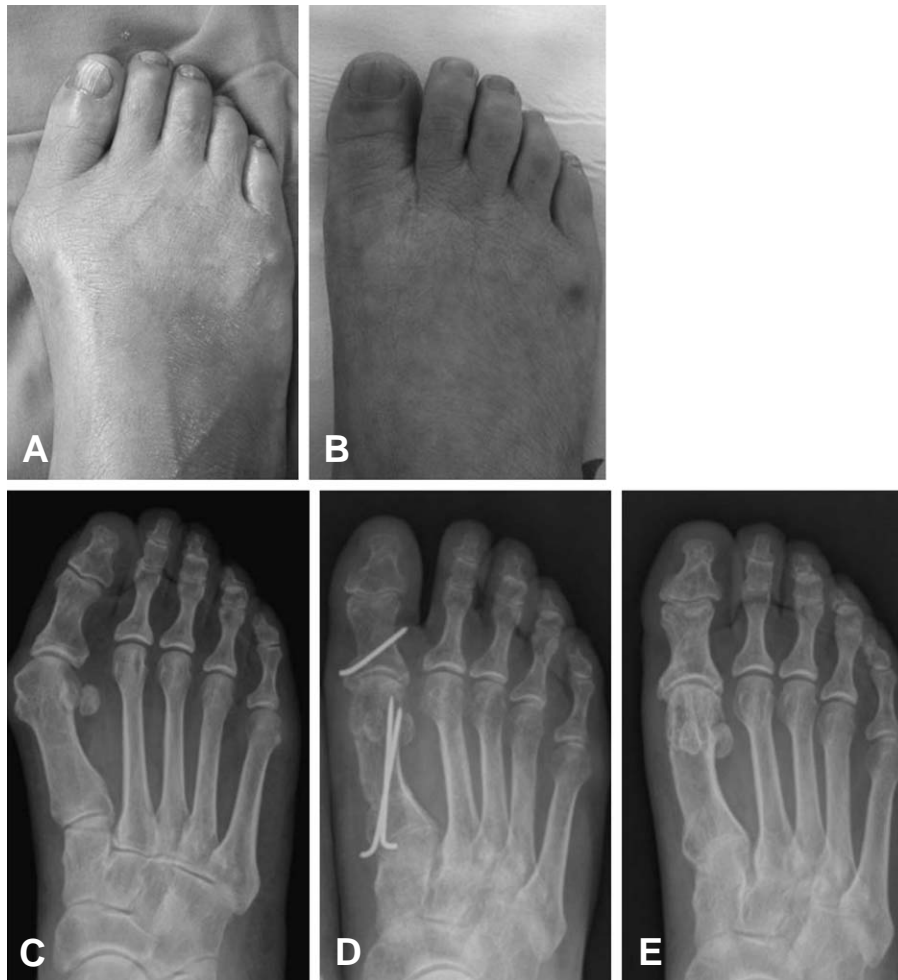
67 years old female patient. (A) Preoperative severe hallux valgus deformity. (B) Photograph postoperative 14 months follow-up. (C) Preoperative radiograph, Hallux valgus angle was 36.1° & intermetatarsal angle was 15°. (D) Postoperative radiograph, proximal reverse chevron osteotomy & distal soft tissue procedure & Akin osteotomy were performed. Hallux valgus angle was 2.2°, intermetatarsal angle was 0.9°. (E) Radiograph postoperative 14 months follow-up.
